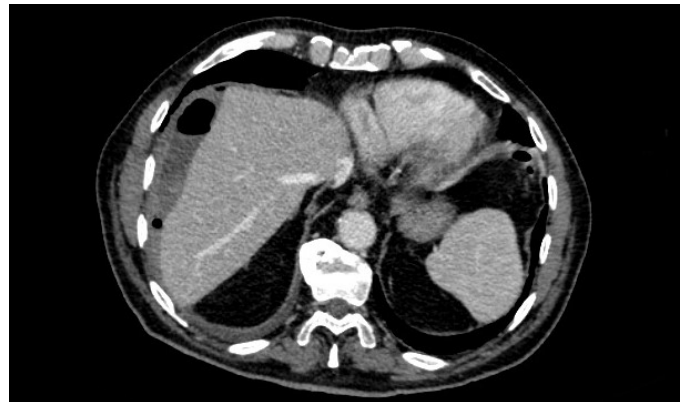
Imagen axial de TC de abdomen con contraste intravenoso en fase portal que muestra hematoma subcapsular hepático alrededor de segmentos derechos con algunas burbujas aéreas en su interior.
